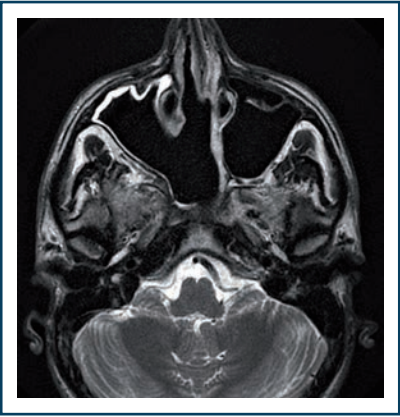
IRM séquence T2 de contrôle à six mois postopératoires.
